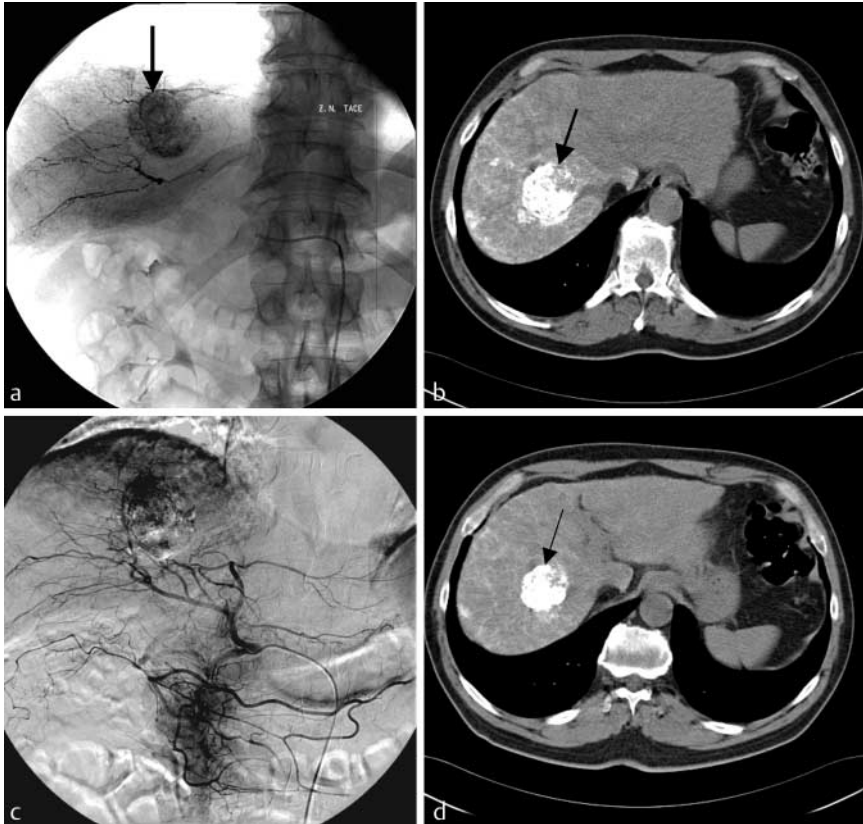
Neoadjuvante Indikation zur TACE vor Lebertransplantation. a 57-jähriger Patient mit Child-A-Leberzirrhose und 5 cm großem HCC in den Segmenten 7 und 8. b CT am Ende der ersten TACE zeigt einen nodulären Tumor mit scharfer Begrenzung und hoher Embolisatbelegung (80%). c DSA nach 2 TACE-Sitzungen. d MSCT nach 2 TACE-Sitzungen. Der Herd reduziert sich um 50% an Volumen mit hoher Embolisatbelegung. Ein regional ventrales, intratumorales Areal mit niedrigem Enhancement (Pfeil).
